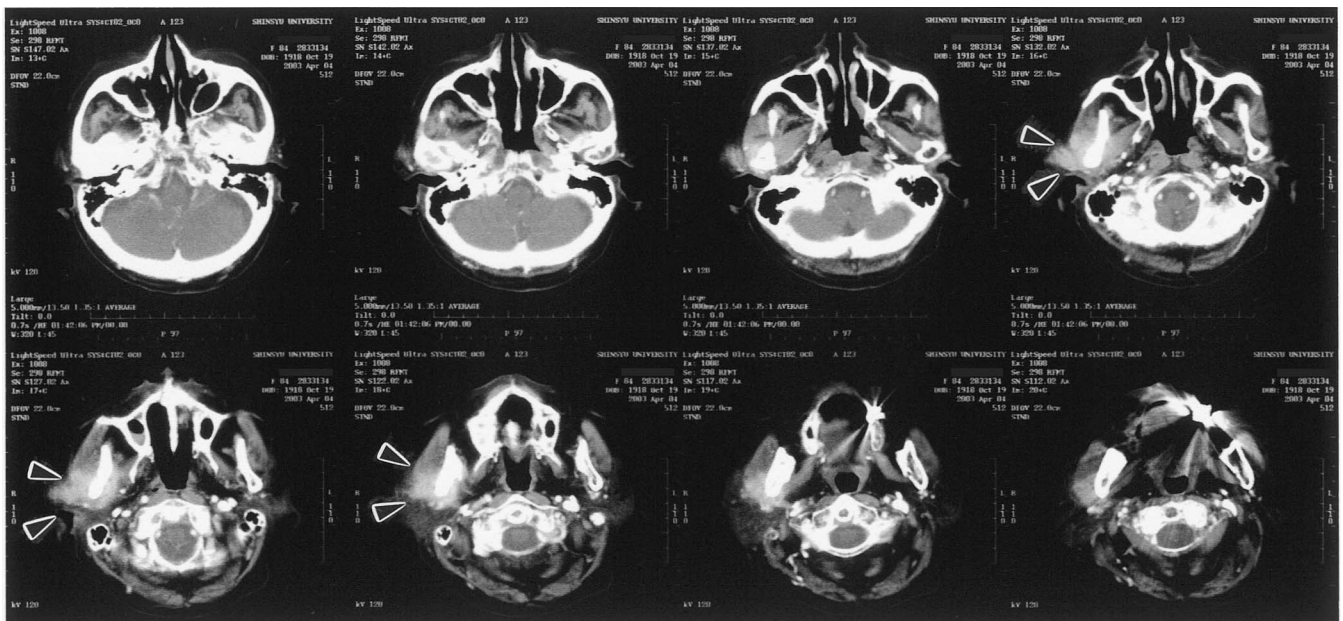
遠隔画像診断による送付された造影エックス線 CT 写真(体軸横断像)：右側下顎頭に density の上昇が認められ、同下顎頭は変形し、一部下顎頭の断裂もみられる(矢印)。咬筋後縁、内外側翼突筋の一部および耳下腺前縁部に境界不明瞭な density の上昇がみられ、造影効果も認められる(矢頭)
